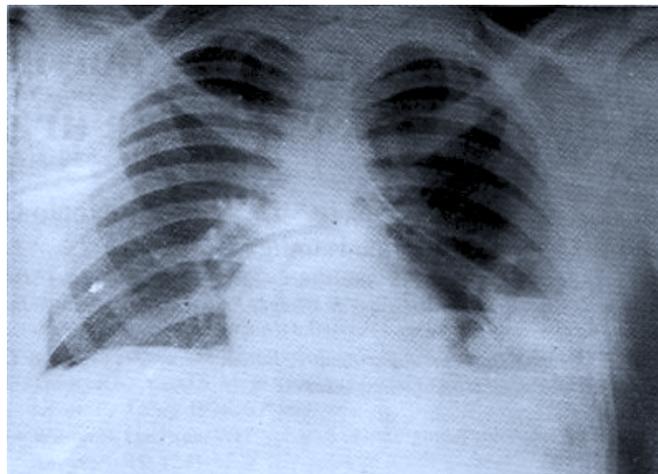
Radiografía de tórax donde se muestra la herniación diafragmática posterior a la instalación del sello.
